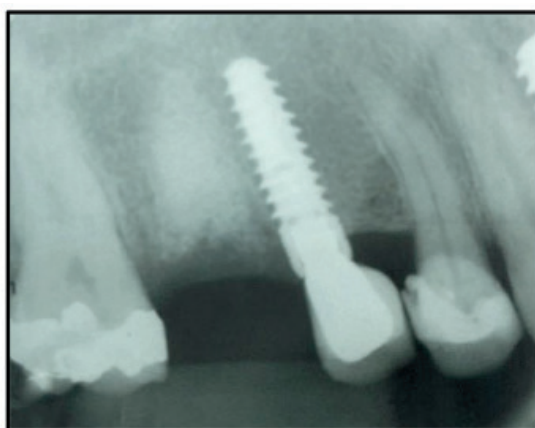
Radiografia mostrando aspecto final após 90 dias. Observe a formação de tecido ósseo.
